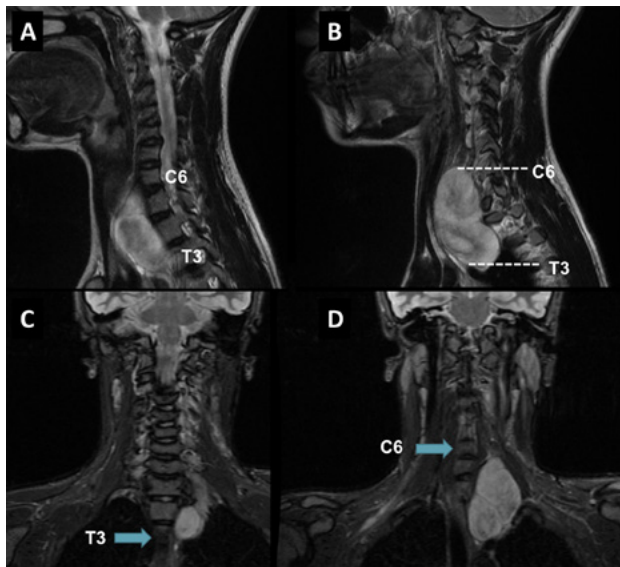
A y B) Cortes sagitales de resonancia magnética nuclear con la proyección de los cuerpos vertebrales C6 y T3. C y D) Cortes coronales con la proyección de dichas vértebras.
